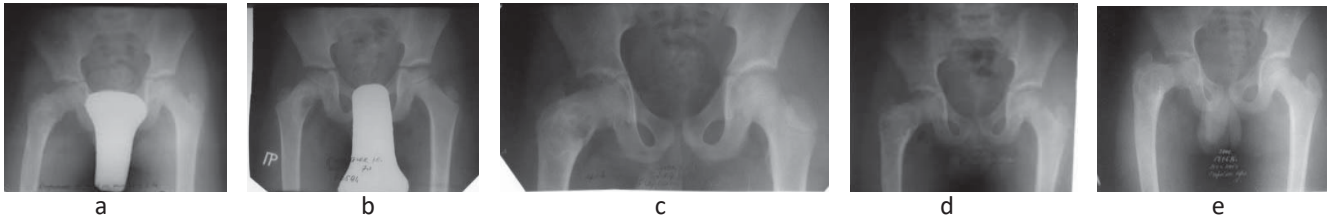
Рентгенограми у прямій задній проекції кульшових суглобів хворого 12 років, які відображають динаміку формування типової для ФД варусної деформації проксимального відділу стегнової кістки за типом «палиці пастуха» за відсутності ортопедичного лікування (а – 7 років; б – 7 років 3 міс.; с – 10 років; d – 11 років; e – 12 років). Термін спостереження 5 років
